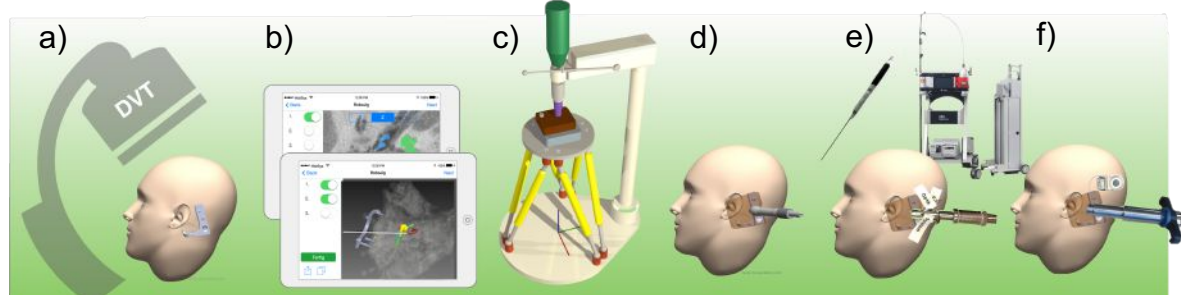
OP-Ablauf mit RoboJig System: a) Befestigung des Trägersystems am Patienten im retromastoidalen Bereich und Bildgebung mittels CT oder DVT, b) Segmentierung und Trajektorienplanung, c) Individualisierung des Rohlings mit Fertigungssystem, d) Bohrung der Trajektorie, e) Inspektion des Bohrkanals und Eröffnung der Cochlea, f) Elektrodeninsertion
